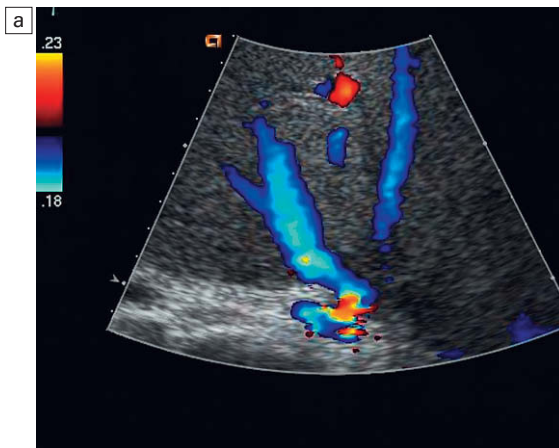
a) Imagen de Doppler color de la confluencia de las venas hepáticas con la VCI. Obsérvense las venas hepáticas relativamente distendidas y el falso espectro en color en la anastomosis. b) Trazado espectral Doppler de la vena hepática media que muestra ausencia completa de periodicidad. Dado que este trazado se obtiene a pocos centímetros del corazón, sería de esperar una periodicidad normal en el flujo de la vena hepática. Su ausencia indica obstrucción del flujo venoso de salida de las hepáticas, ya sea por desplazamiento del órgano y acodamiento o por estenosis secundaria a fibrosis. c) Imagen longitudinal de Doppler color en la unión de la vena hepática derecha (VHD) y la vena cava inferior (VCI) que muestra una vena hepática distendida con flujo reforzado distalmente a una estenosis focal (flecha).
